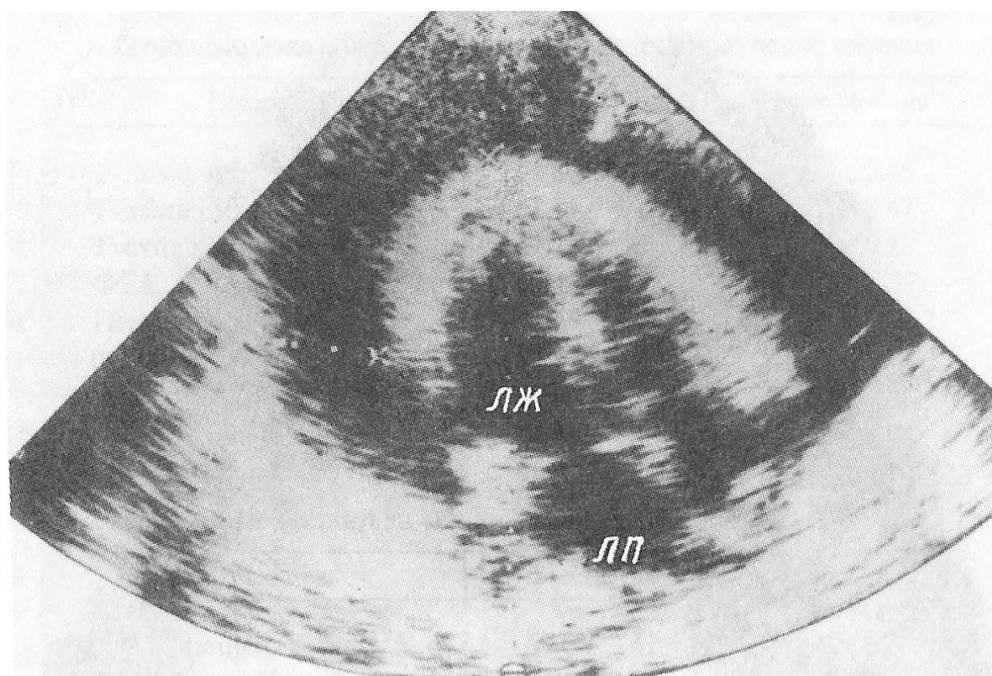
Эхокардиограмма больной X., 45 лет. В полости перикарда значительное количество жидкости, определяются множественные нити фибрина.
